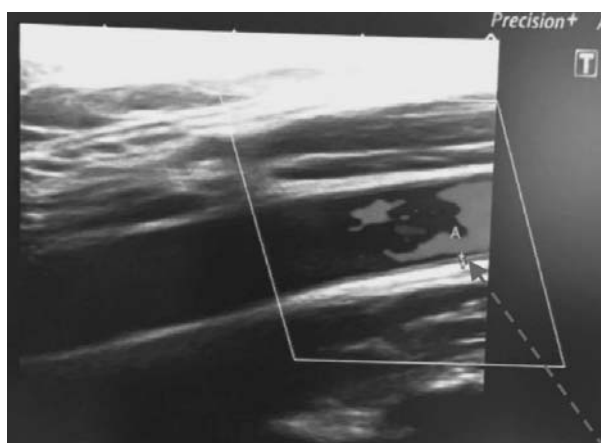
Imagine ecografică a complexului intima-media al arterei carotide.
